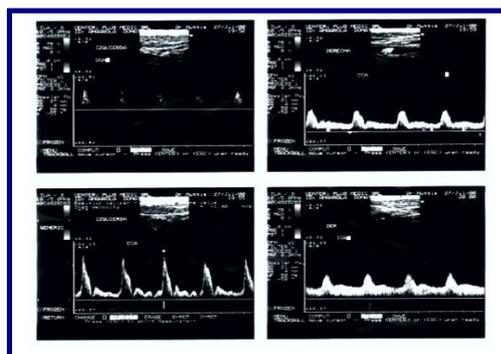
Eco-doppler de troncos supraaórticos del mismo paciente que muestra una obstrucción severa de la arteria carótida interna izquierda. Lado derecho sin lesiones¹⁴.
